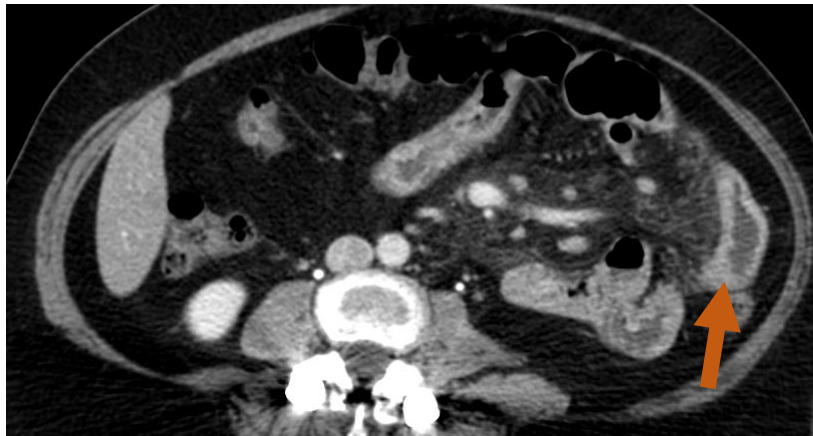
Paciente con diarrea, shock hipovolémico y dolor abdominal en flanco izquierdo. En la TC se identifica segmento corto de yeyuno con hiperrealce mucoso (*flecha*), asociado a adenopatías mesentérica. Posteriormente fue diagnosticado con EII tipo Chron.
